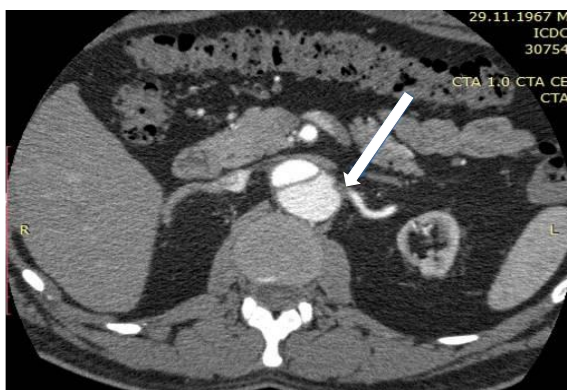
Обзорная компьютерная томография брюшной полости с контрастным усилением. На снимке представлена смешанная обструкция правой почечной артерии (отмечена стрелкой).
